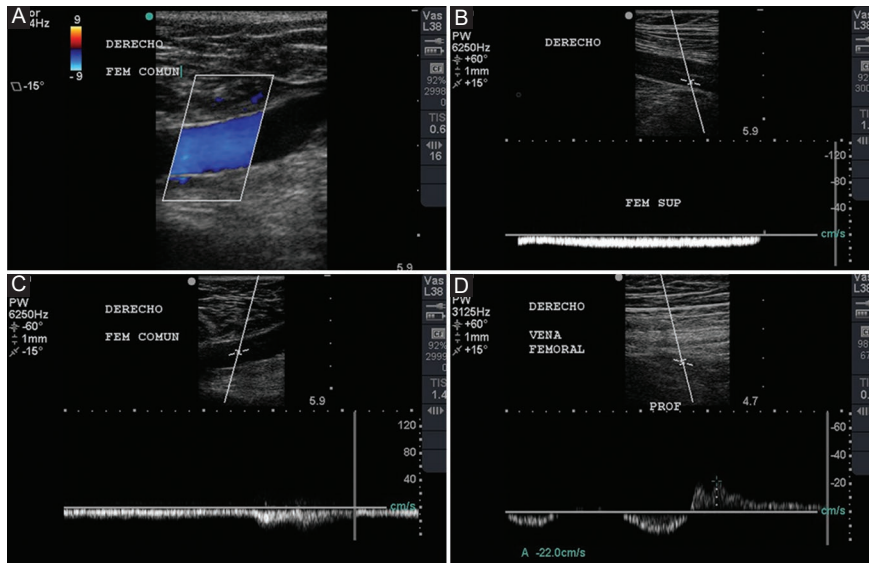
A: señal Doppler color normal; se observa señal homogénea y con llenado completo de la luz de la vena femoral común, que representa permeabilidad. B: espectro Doppler pulsado normal; se observa espectro Doppler, el cual es de tipo fásico respiratorio, por debajo de la línea base, con pequeño pico superior a la línea base por cierre valvular adecuado, sin presentar reflujos durante la maniobra de Valsalva. C: respuesta sístole muscular; durante la sístole muscular se observa aumento del espectro, sin delimitar reflujos posteriores, lo cual demuestra permeabilidad distal sin datos de insuficiencia. D: se observa espectro Doppler superior a la línea de base durante la maniobra de Valsalva, de 22 cm/segundo, al menos por dos segundos, que representa reflujos por insuficiencia venosa.
